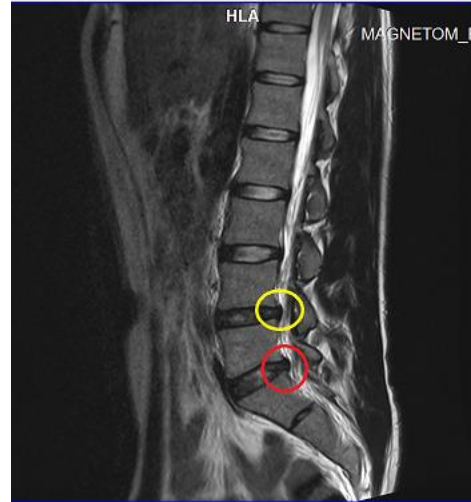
Grup 2 tedavi sonrası MRG
